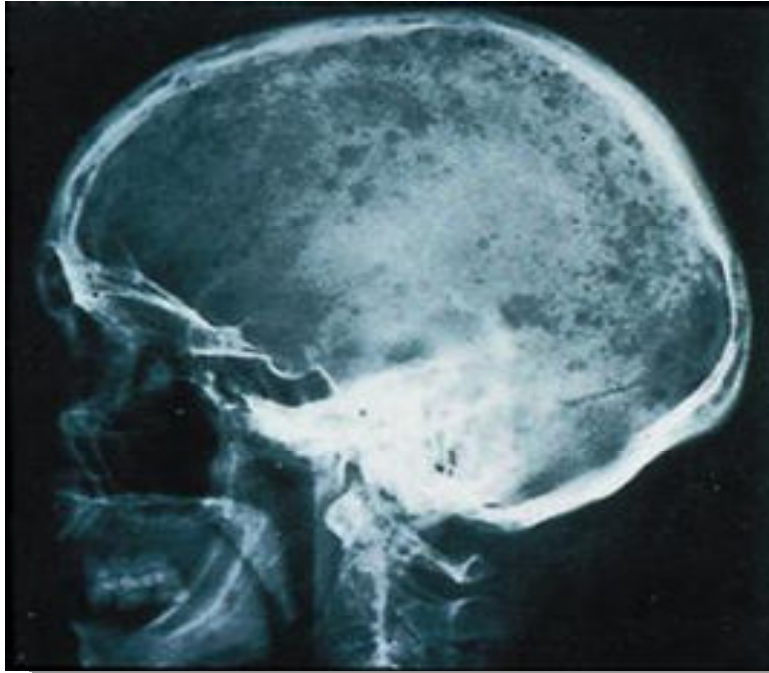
Radiografía lateral de cráneo donde se observan las lesiones osteolíticas clásicas con imagen en sacabocado
